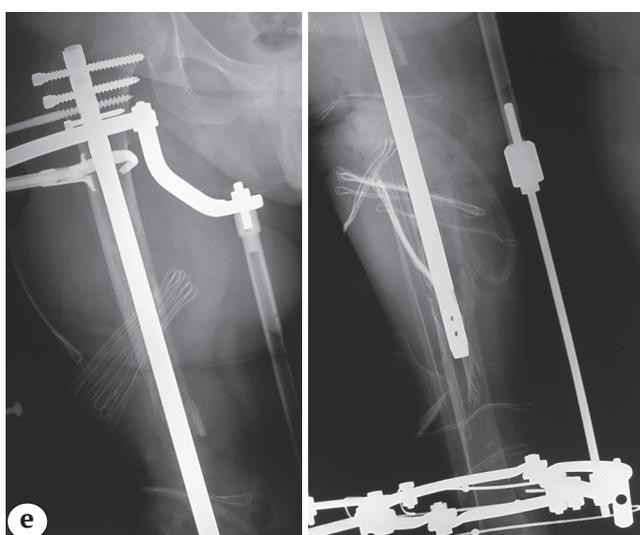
Stages of prosthesis removal and right knee arthrodesis: a — total knee instability along with dislocated prosthesis components prior to surgery; b — removed prosthesis components and structural allografts; c — intramedullary nail, 19 cm defects of the knee bones; d — external fixator, wound closure; e — postoperative x-rays
